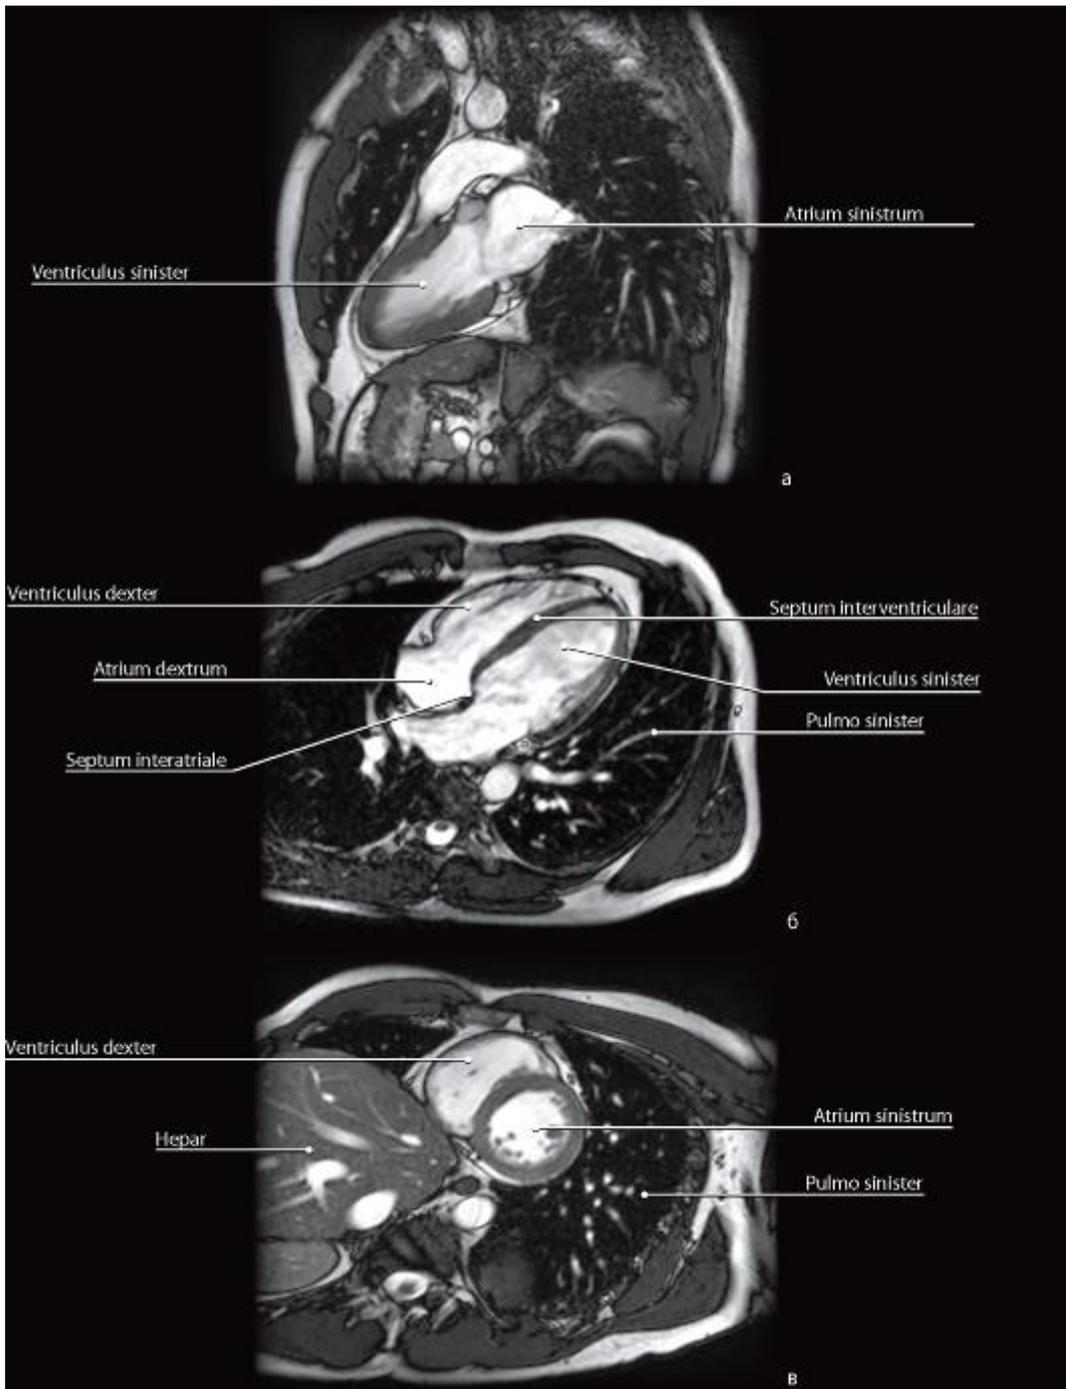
Магнитно-резонансные томограммы сердца: а - сагиттальная проекция; б - проекция, совмещенная с осью сердца; в - горизонтальная проекция
